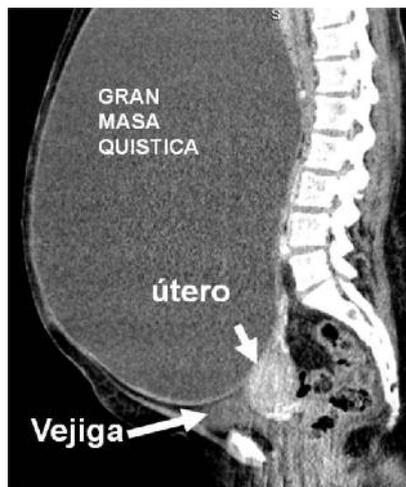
Corte sagital de tomografía axial computerizada en la que se observa voluminoso quiste que ocupa la práctica totalidad de la cavidad abdominal
